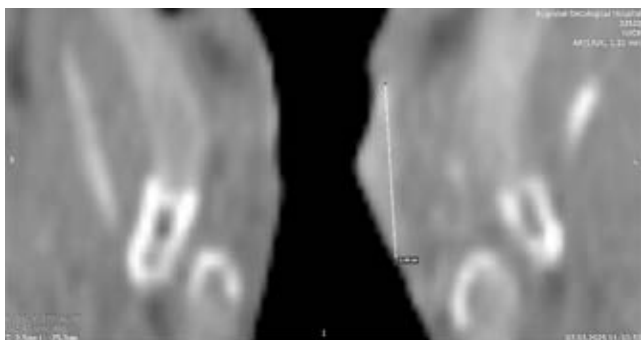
Пациент Ц., 68 лет. МСКТ, коронарная плоскость. Размеры объемного образования гортани левой голосовой складки (вертикаль) 14,9 мм
